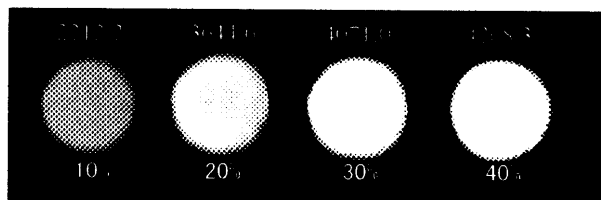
CT images in several barium concentration
